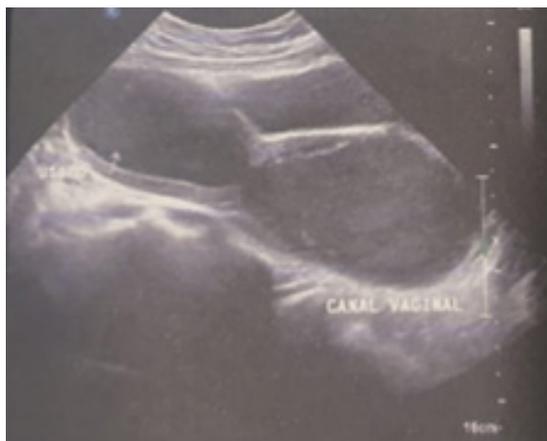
Ecografía pélvica ginecológica: cavidad uterina y porción superior de canal vaginal: evidencia de material líquido homogéneo, con focos ecogénicos en suspensión, que ocupa, distiende, comunica cavidad uterina, canal cervical, y porción superior de canal vaginal.
